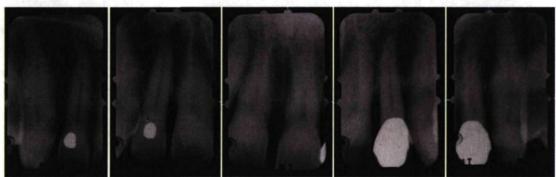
Photographie et radiographie d'un cas illustrant une parodontite sévère localisée. La photo montre une migration dentaire pathologique ayant causé l'extrusion de la dent 22. Des récessions gingivales sont visibles au buccal des dents 23 et 24. Chez ce patient fumeur, la consistance de la gencive est altérée. La plaque dentaire est visible aux collets des antérieures inférieures et on observe la présence de tartre supra-gingival au buccal de la dent 16. Sur la radiographie, on remarque la perte osseuse inter-dentaire.
